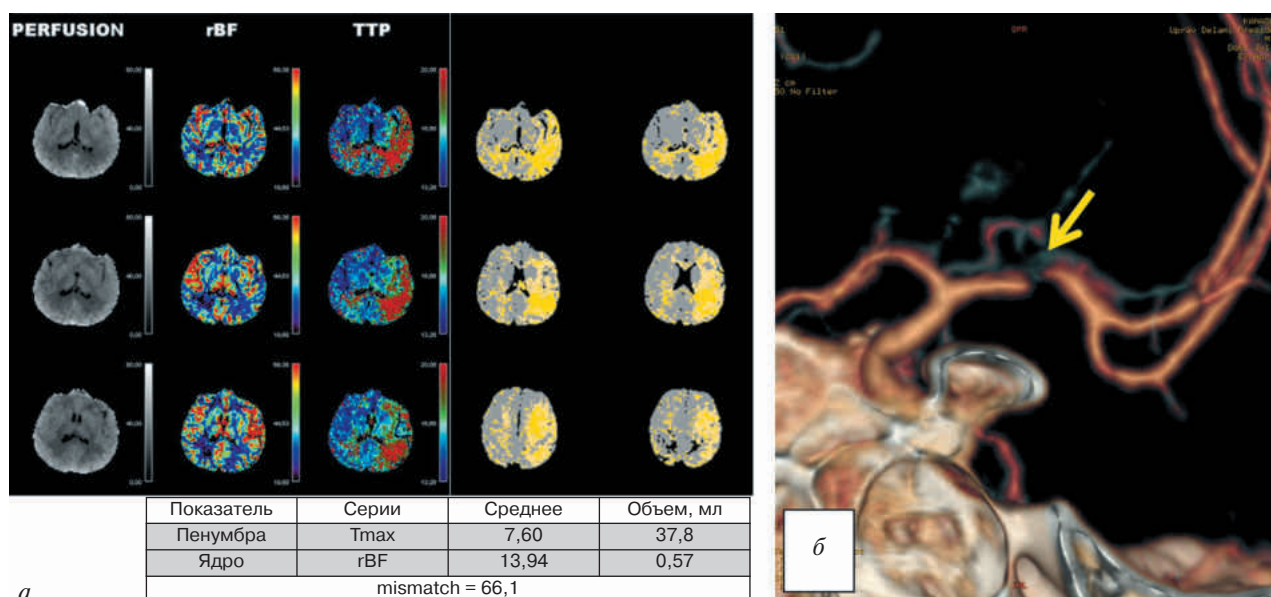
МСКТ головы с перфузионным исследованием и 3D-ангиографией:
